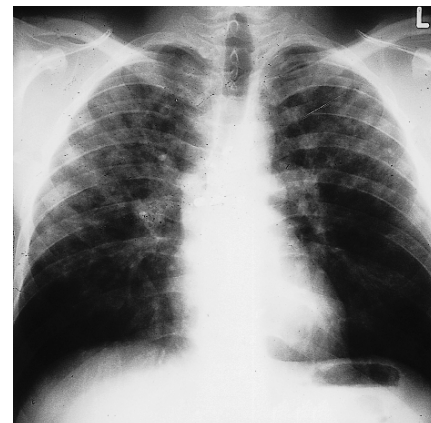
Röntgenaufnahme aus der Margherita-Hütte von einem 24-jährigen Bergsteiger mit beginnendem Höhenlungenödem, das fleckförmige, nicht konfluierende, peripher betonte Verschattungen in beiden oberen Lungenfeldern aufweist.
